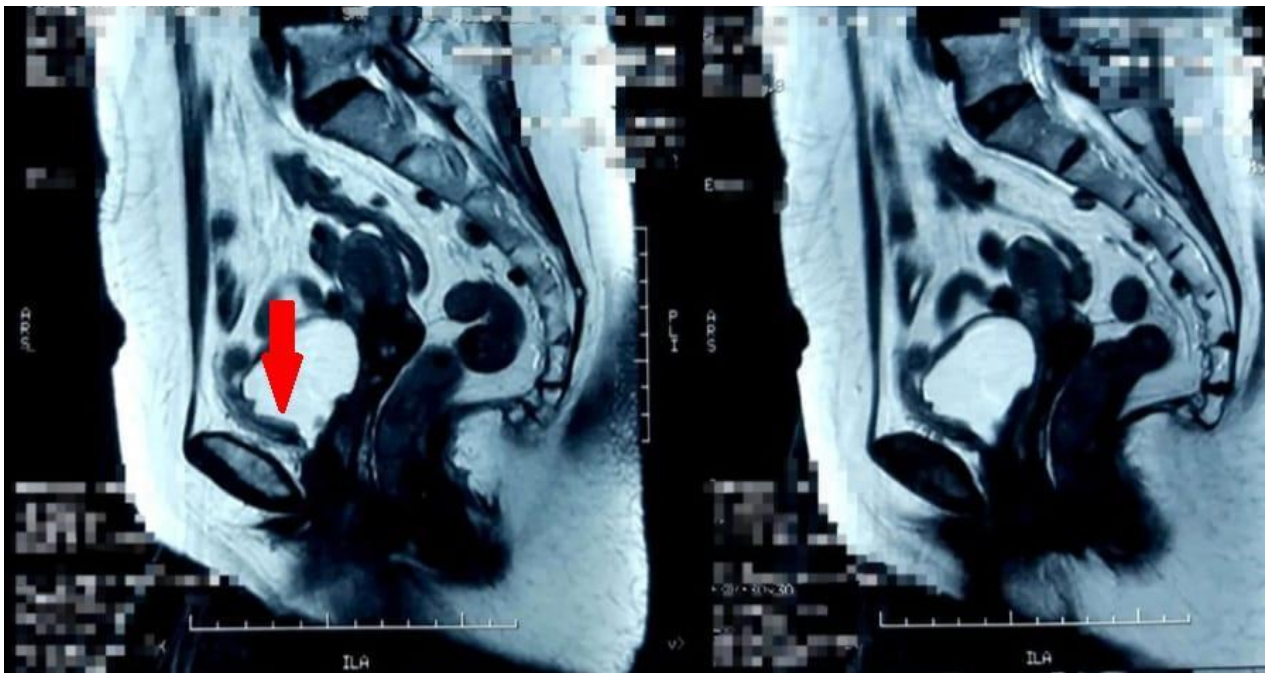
IRM pelvienne montrant l'épaississement pariétal étendu de la paroi antérieure et latérale droite de la vessie (image HMIM).
